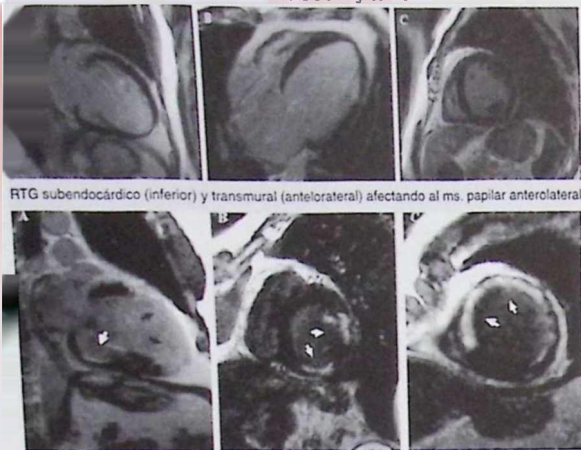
Imágenes de CRM mostrando la ausencia d RTG (paneles superiores) y el patrón isquémico del mismo (paneles inferiores).
